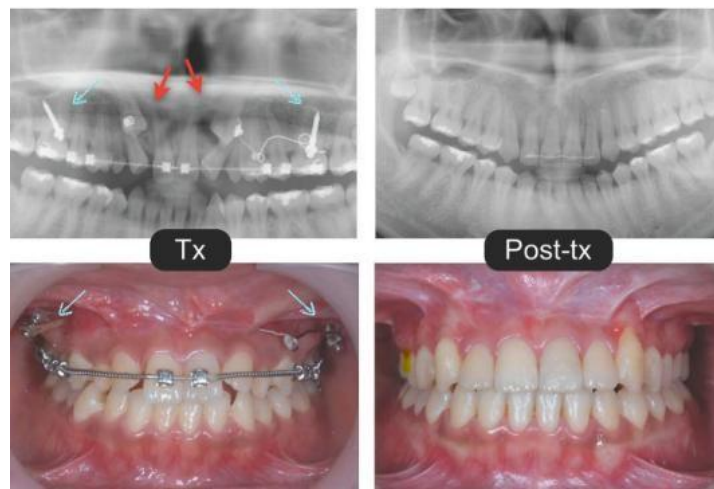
As radiografias obtidas durante (Tx) e após o tratamento (Post-Tx), bem como as fotografias intraorais, evidenciam a extrusão bem-sucedida dos caninos superiores, previamente impactados em profundidade (indicados por setas vermelhas), através da utilização de mini-implantes infrazigomáticos como meio de ancoragem (indicados por setas azuis). Adaptado de Chang et al.,2018 (Chang et al., 2018).
